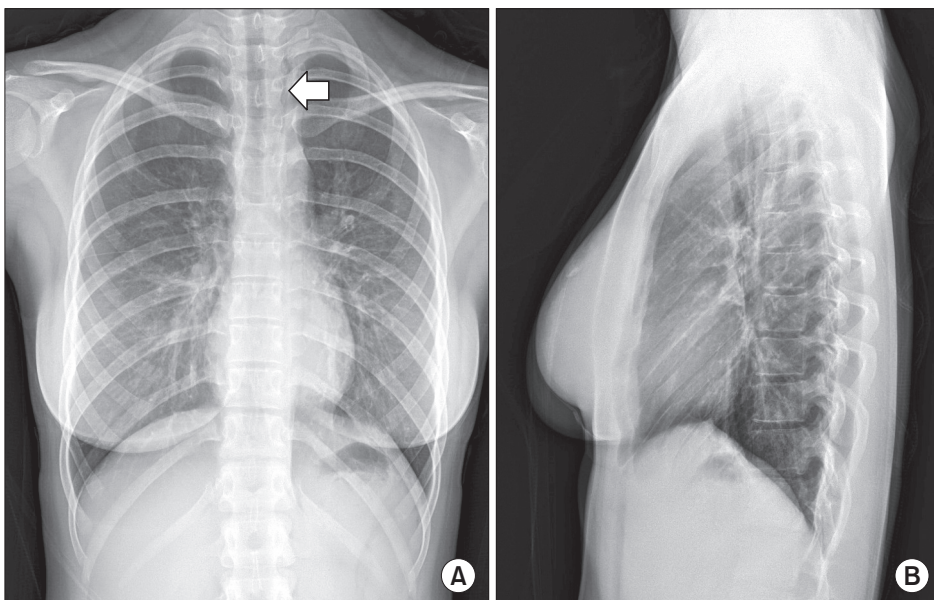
Chest X-ray findings on admission. (A) A posteroanterior view of chest X-ray shows linear air density extended vertically from the internal side of left clavicle into the neck (arrow). (B) A lateral view of chest X-ray shows no obvious air density.
